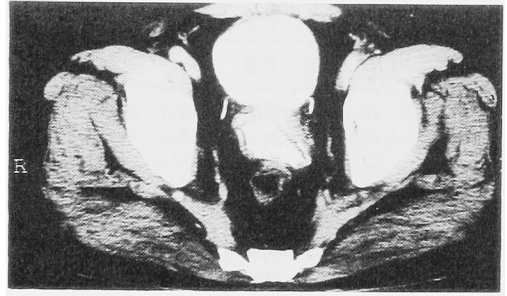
Computed tomogram two months later shows remarkable shrinkage of the cyst and good communication between the bladder and the cyst
